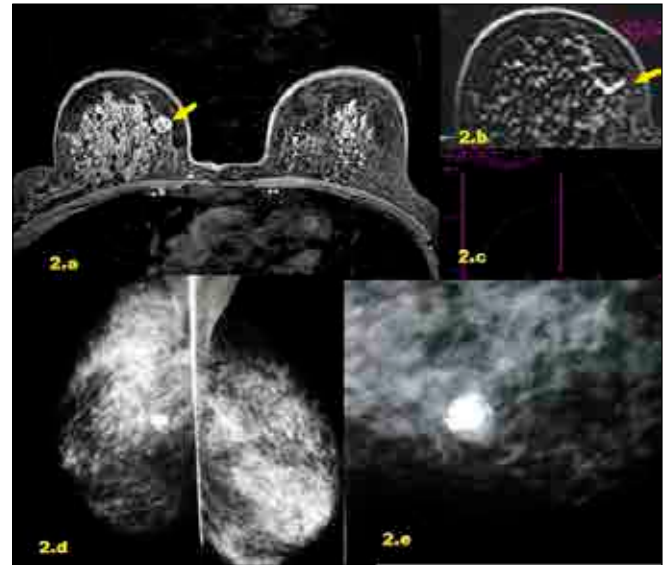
Fibroadenoma.The lesion observed in the right breast inner quadrant (2.a, arrow), in the post-contrast T1W examination in the heterogeneous signal is observed to be peripherally enhancing only in the posterior (2.b arrow) of the dynamic subtraction image and shows a type 3 kinetic curve (2.c). While the finding of MRI is suspicious, when the patient's MMG is evaluated, it is observed that there is benign degenerate fibroadenoma showing popcorn calcification (2.d,e).
